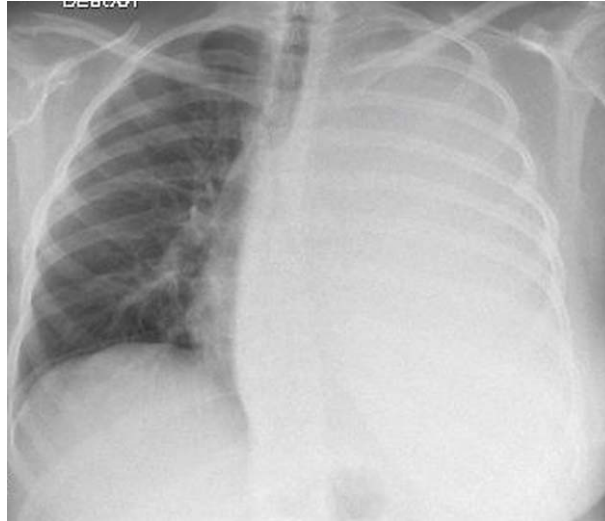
Radiographie de face.
